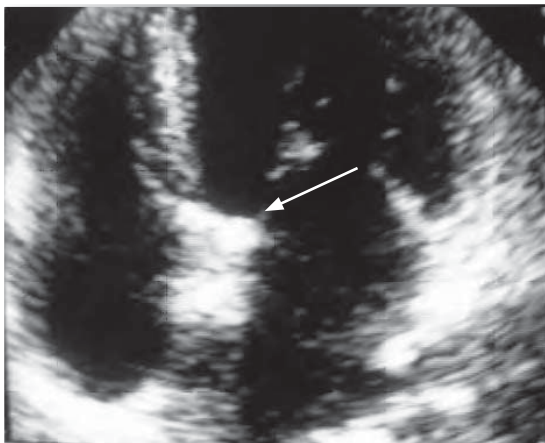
/2. Ecodoppler cardíaco. Vegetación sobre valva anterior de la válvula mitral. Endocarditis aguda estafilocócica. Se observa el jet de regurgitación mitral. Edema agudo de pulmón.
